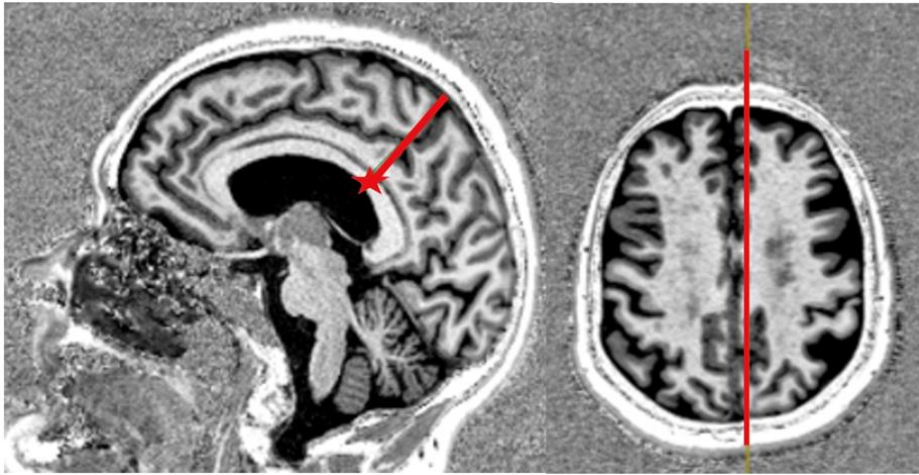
Выбор области интереса (ROI) в заднесреднем отделе мозолистого тела для индивидуальной оценки аксиальной диффузии: оценка проводится на сагиттальном срезе левого полушария. Перпендикуляр, проведенный по краевой части поясной борозды от поверхности полушария к мозолистому телу, в месте пересечения с мозолистым телом соответствует области заднесреднего отдела мозолистого тела.
